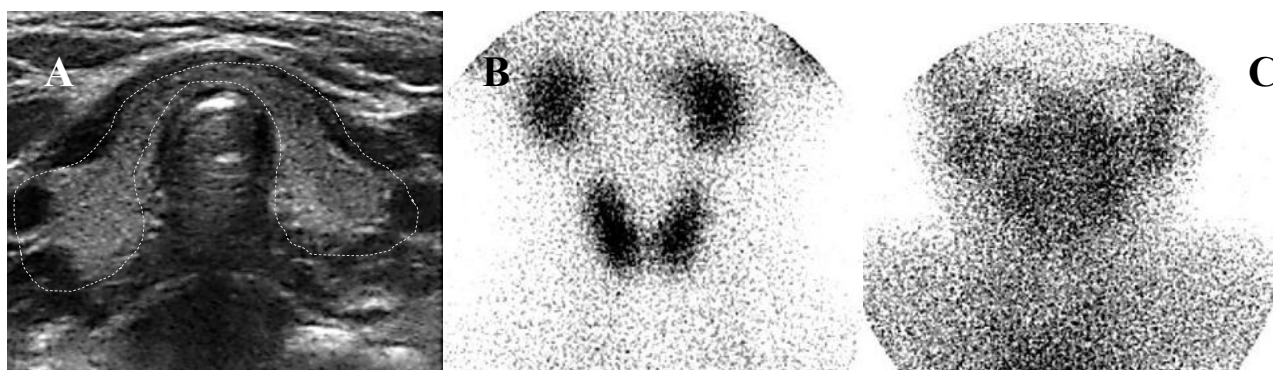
Транзиторный гипотиреоз у 1-месячного мальчика, родившегося на сроке 36 недель и с весом 2440 г. Неонатальный скрининг выявил аномально высокие уровни тиреотропного гормона (ТТГ) (27,65 мкМЕ/мл), свободный тироксин (Т4) составил 1,76 нг/дл (нормальный диапазон 0,70–2,0 нг/дл). А. УЗИ исследование у 1-месячного мальчика показывает нормальную щитовидную железу. В. Сцинтиграфия, полученная в тот же день, не показывает видимых изменений активности щитовидной железы. С. Последующая сцинтиграфия через 1 год показывает нормальное поглощение щитовидной железой. Уровни ТТГ и свободного Т4 у ребёнка были в норме. Пациент прекратил заместительную терапию левотироксином натрия (Hong H.S., Lee E.H., 2015)
